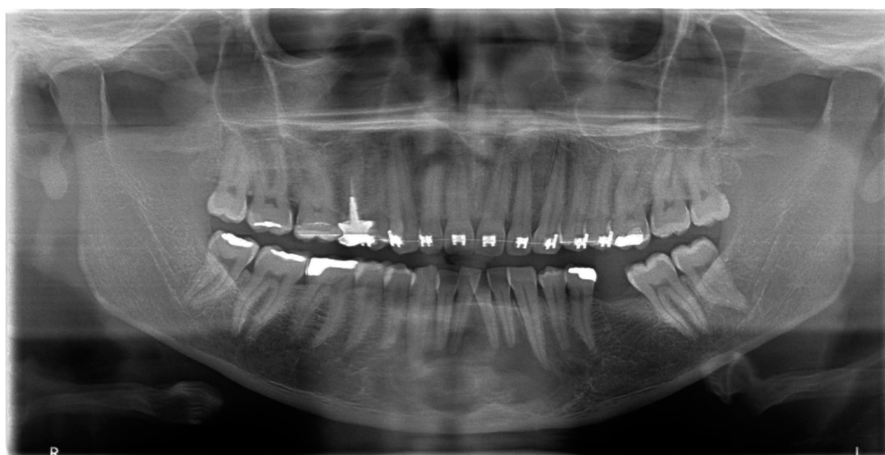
Radiografia panorâmica após 4 meses de tratamento. Observa-se áreas de neoformação óssea.
